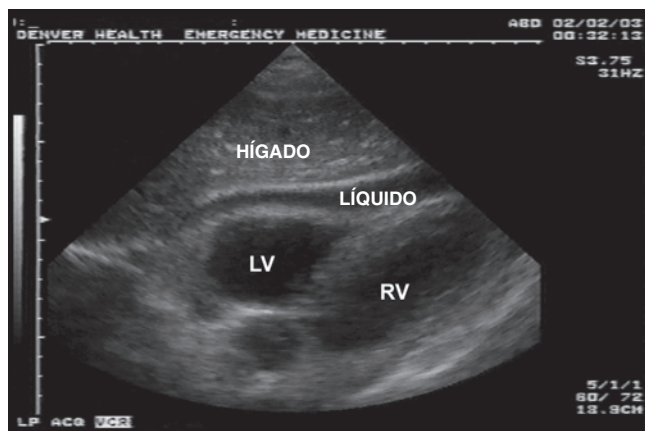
La ecografía pericárdica subxifoidea revela una gran acumulación de líquido en el espacio pericárdico.
